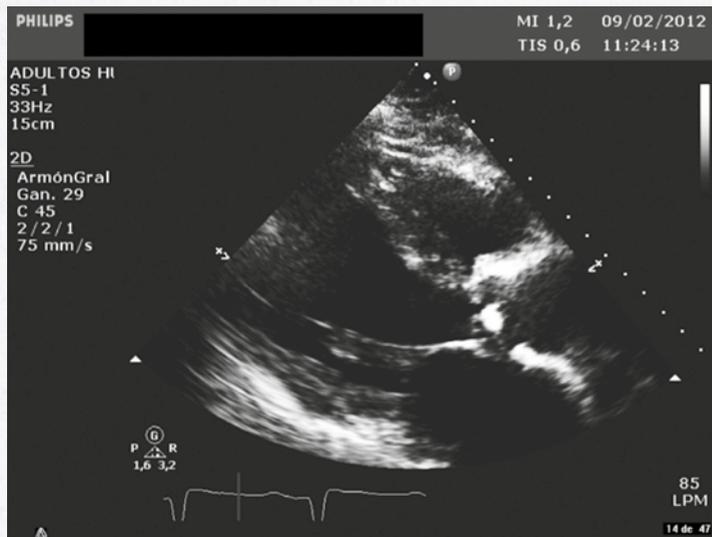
Ecocardiograma TT en el que se aprecia válvula aórtica en proyección Paraesternal tres cámaras con velos engrosados e imagen nodular de 0.5x0.8cm con movimiento concordante con la válvula.
